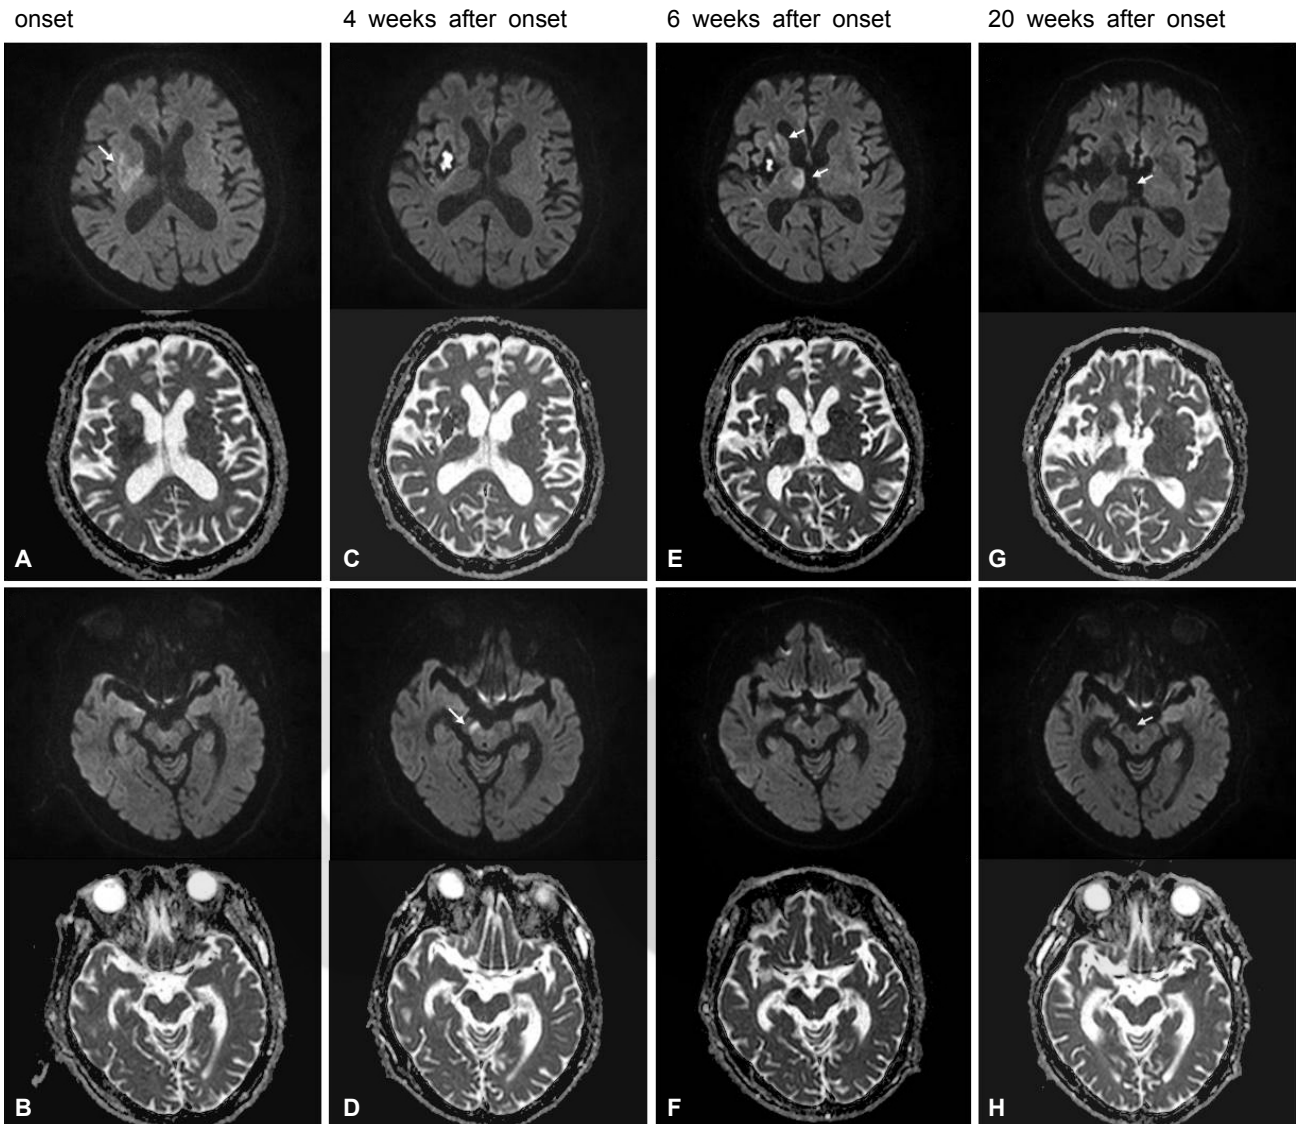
Diffusion-weighted images (DWI) and apparent diffusion coefficient (ADC) maps through the thalamus or substantia nigra. (A, B) The initial scan showed a striatal infarct (arrow) without any signal change at the ipsilateral substantia nigra or thalamus. (C, D) High signal intensity on DWI and ADC drop at the substantia nigra (arrow) was seen at the first interval of four weeks after onset. (E, F) Additional signal changes at the ipsilateral dorsomedial thalamus and head of caudate nucleus (arrows) appeared at the second interval. (G, H) All the previous signal changes at those regions were disappeared (arrows) twenty weeks after onset.
